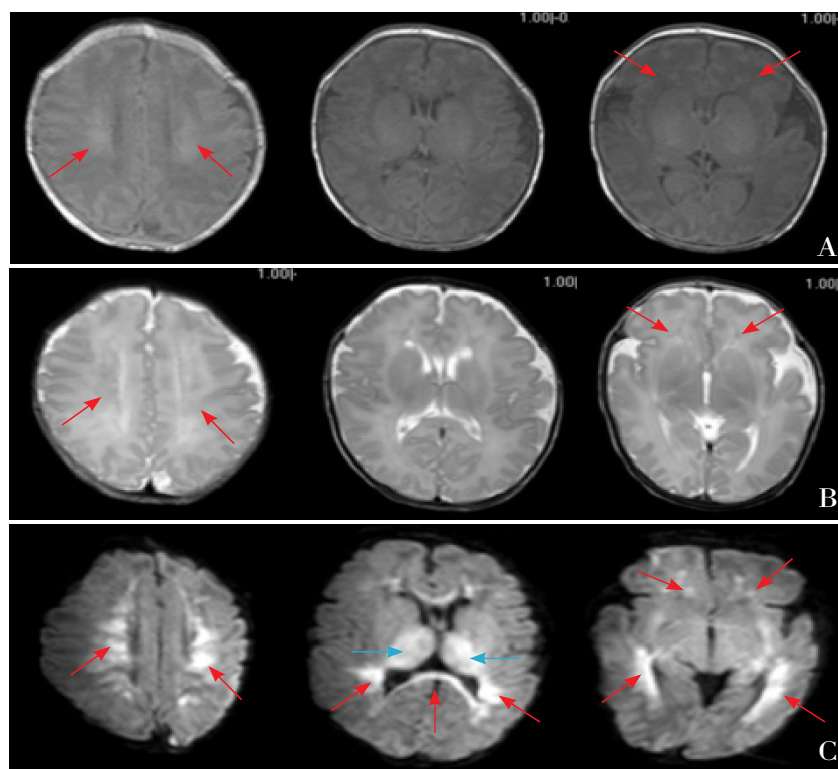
出生后不良事件致弥漫性脑白质伴中度基底节-丘脑损伤 36⁺周男孩, 生后 24 d 采血时呼吸、心跳骤停, 经气管插管、胸外按压及肾上腺素复苏 (窒息复苏评分 9 分), 3 d 后行头颅 MRI 检查。A, B: 侧脑室前角、后脚及半卵圆中心异常 T1 高信号, T2 低信号改变; C: MRIDWI 序列可见脑室旁深部白质及皮层下白质弥漫性异常高信号 (红色箭头所示), 基底节-丘脑可见弥漫性异常高信号 (蓝色箭头所示)。
